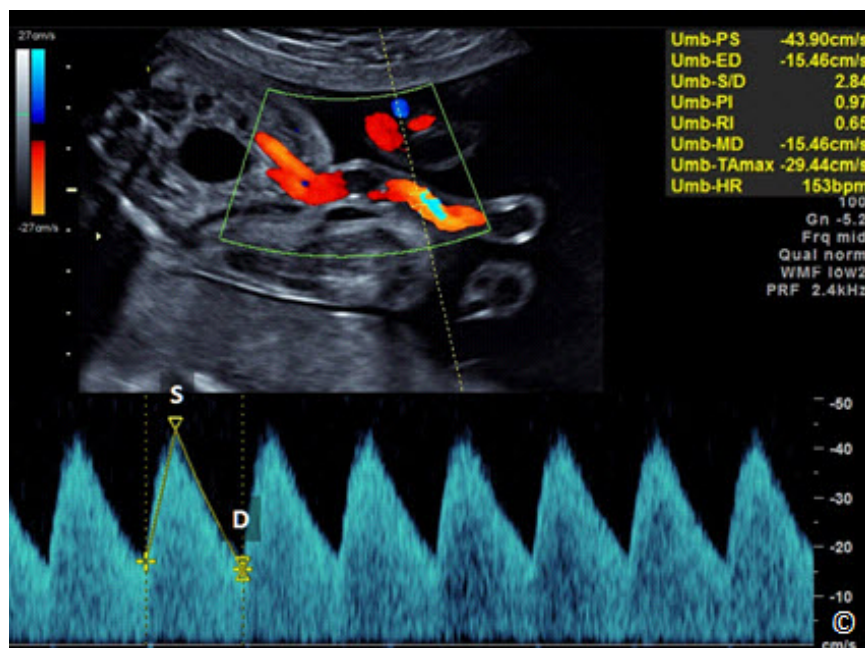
Doppler pulsado de la arteria umbilical en la inserción abdominal. Las ondas Doppler se muestran en color azul. S representa el flujo en el pico de la sístole y la D representa el flujo a fin de diástole. Obsérvese los índices Doppler en la esquina superior derecha de la imagen (amarillo). Para más detalles, consulte el Capítulo 1.
